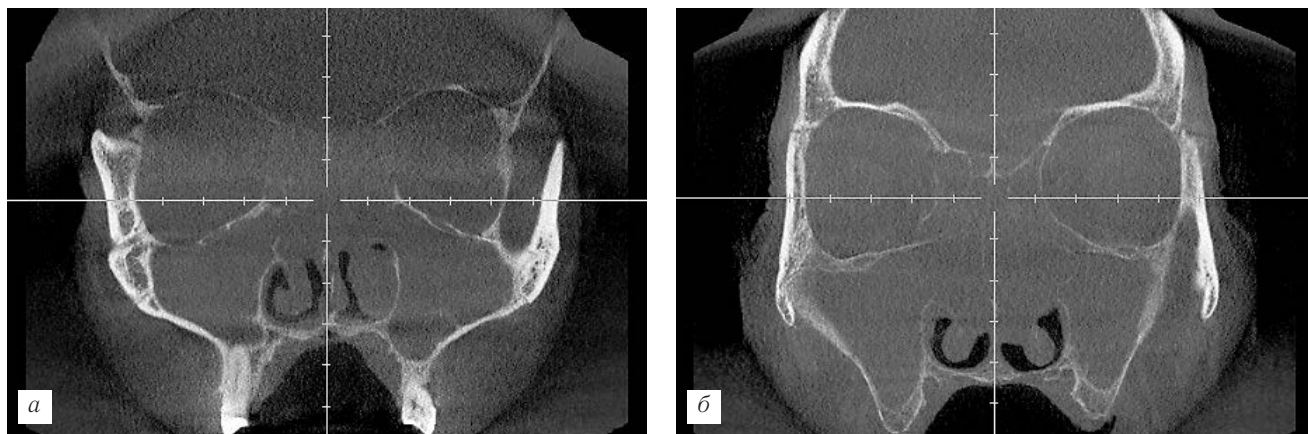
Компьютерные томограммы больных с рецидивом ХПРС (слева — больной после FESS, справа — после полипотомии носа с последовательным применением радиочастотной петли и лазера) в отдаленные сроки после операции: *а* — пациент 34 лет с диагнозом ХПРС, БА, 4 года после оперативного лечения (2-я группа); *б* — пациент 42 лет с диагнозом ХПРС, БА, 3 года после оперативного лечения (1-я группа).
